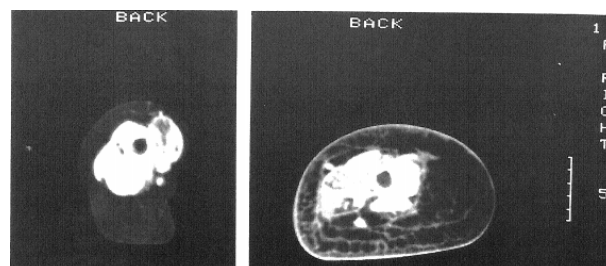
Scan de um membro esquerdo (normal) e direito (com linfedema) de uma paciente através de uma tomografia [42]
